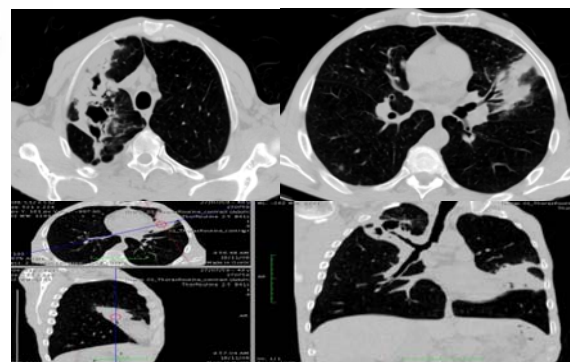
Examen CT toracic nativ, secțiuni axiale și reconstrucții MPR în plan coronal și sagital la un pacient cu pneumonie dublă abcedată ce evidențiază și alte leziuni cavitare apical dreapta.
